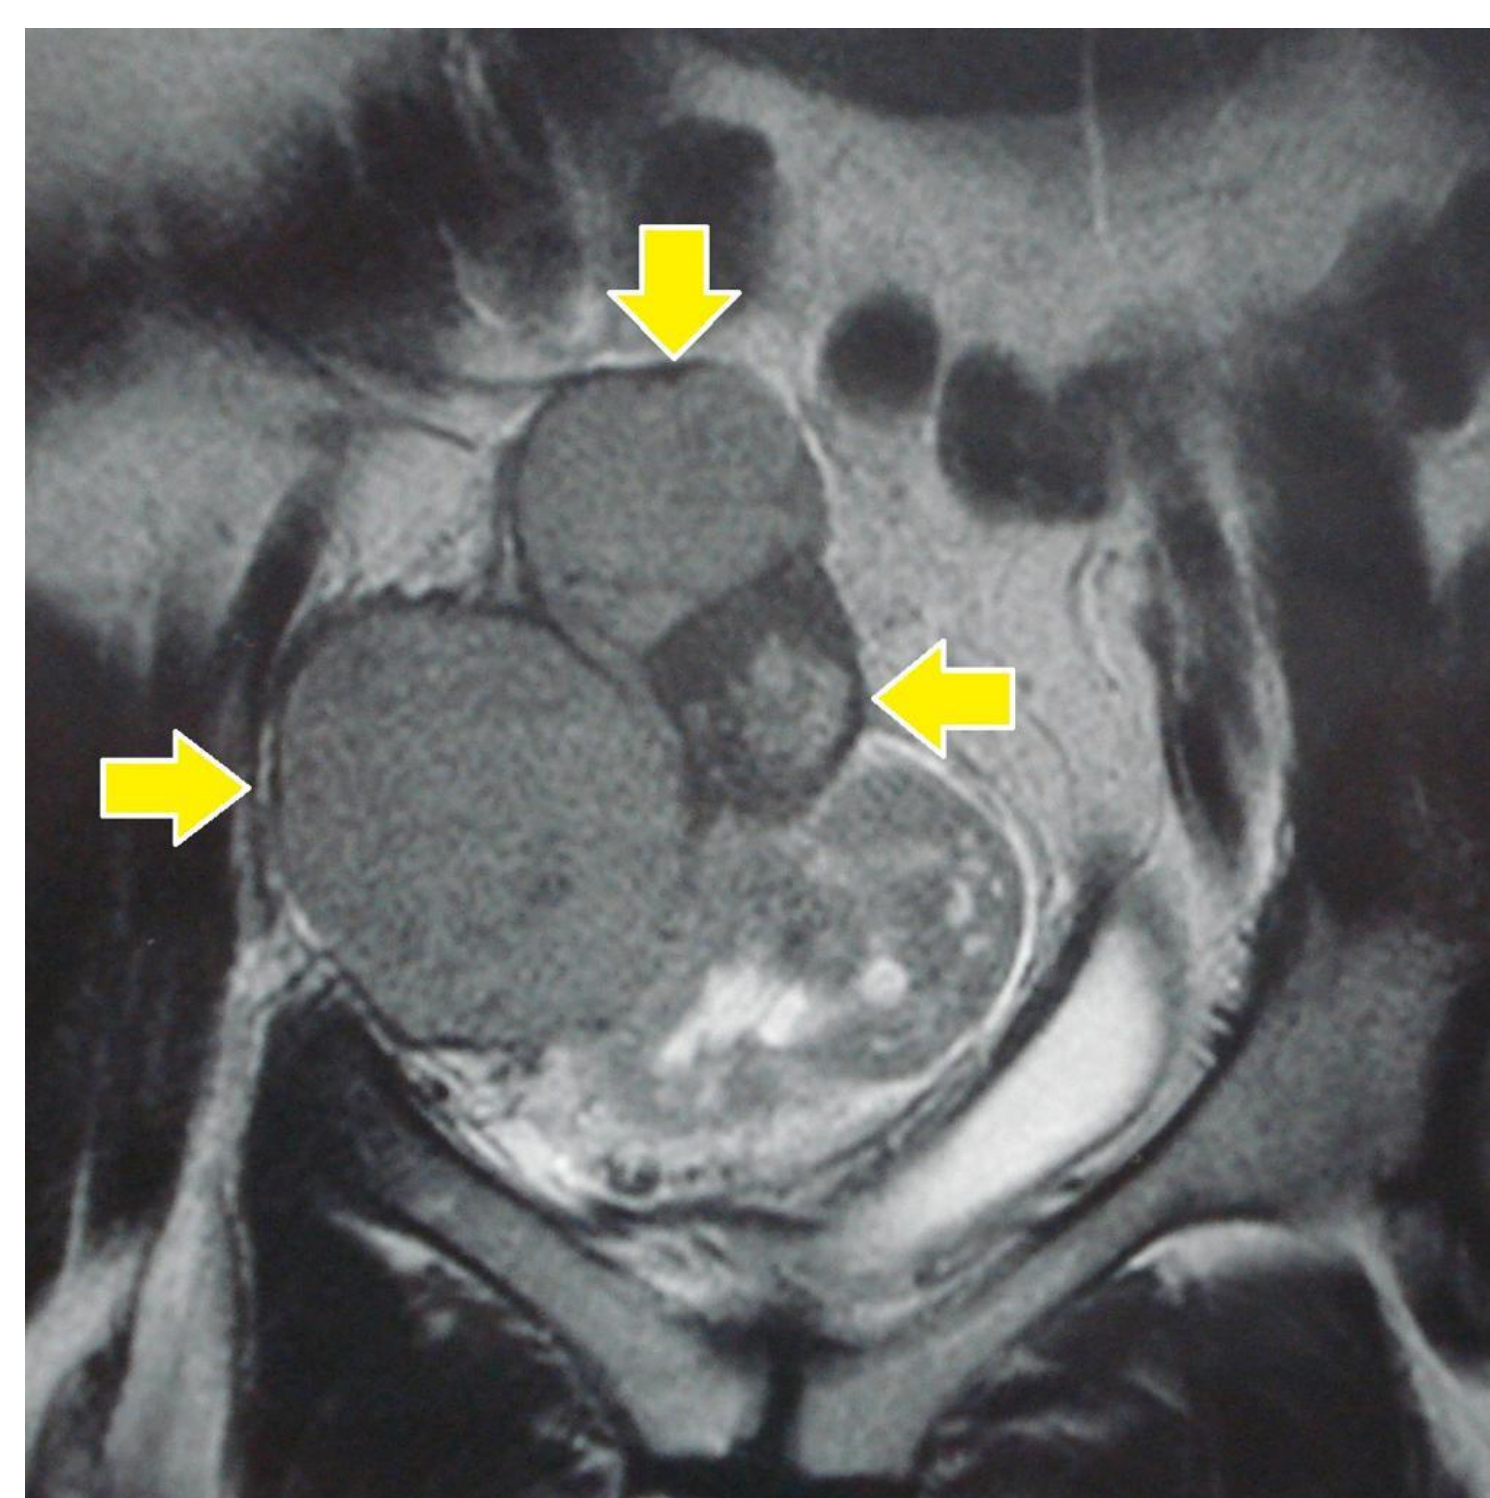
RM: Metástase pélvica 2 anos depois da ressecção do tumor. Figura 1b - Peça Cirúrgica
